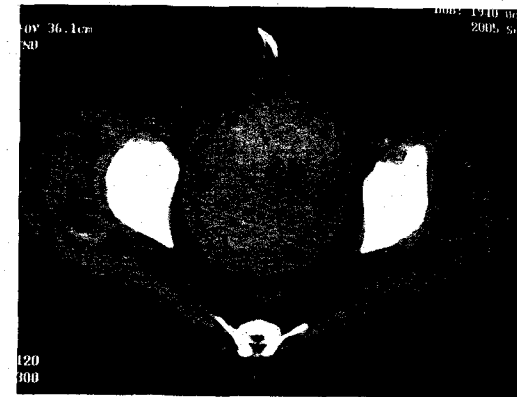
症例3の入院時CT。膀胱は血腫で充満し膀胱タンポナーデの状態である。血腫を除去する目的で経皮的膀胱瘻カテーテルが留置されている。
